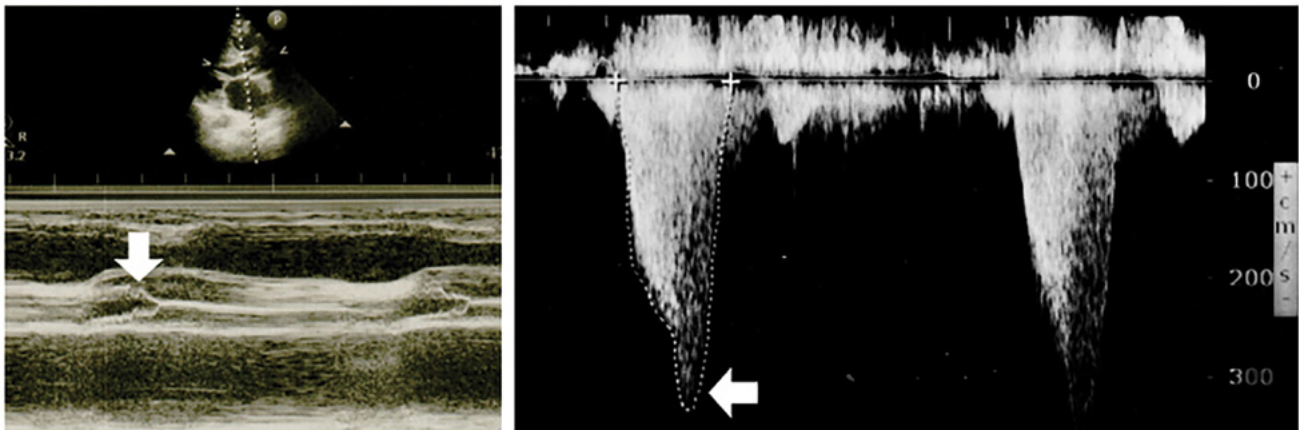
Modo M. Muesca sistólica válvula aórtica. A) Doppler Continuo: Pico tardío gradiente tracto salida ventrículo izquierdo. B) (TSVI).
